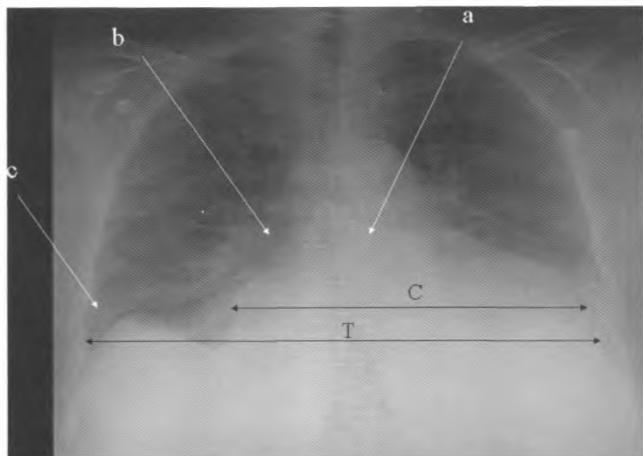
Рентгенограмма органов грудной клетки. С — ширина сердечной тени; Т — ширина грудной клетки
